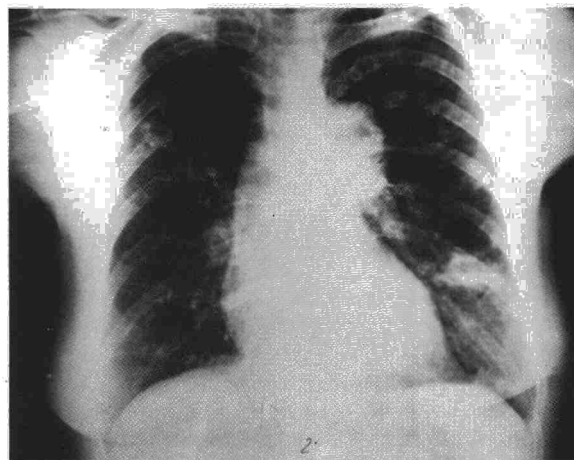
Radiografía de tórax donde se observan infiltrados a nivel del lóbulo superior derecho e inferior izquierdo, este último con cavitación. Se aprecia asimismo aneurisma de aorta.
